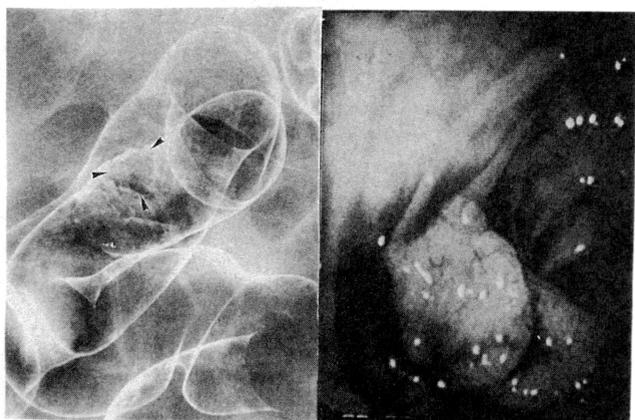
a, b : 症例2 注腸X線および内視鏡所見。s状結腸に径15mmのII a + II c型病変をみる。
